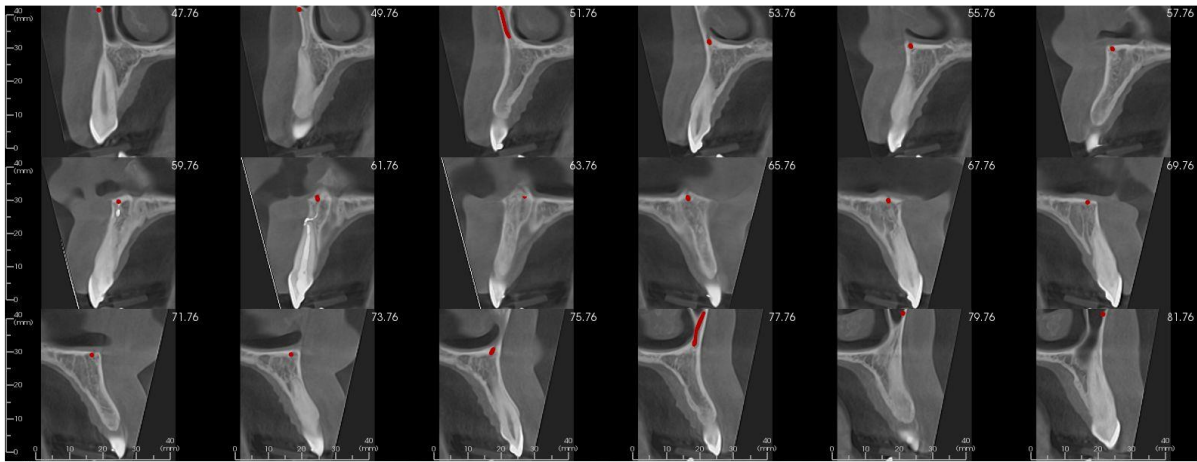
Vistas transaxiales de tomografía computarizada de haz cónico entre canino derecho y canino izquierdo, mostrando la variación anatómica (Trazo rojo) de conducto sinuoso bilateral con su recorrido por la pared lateral y piso de fosas nasales.
